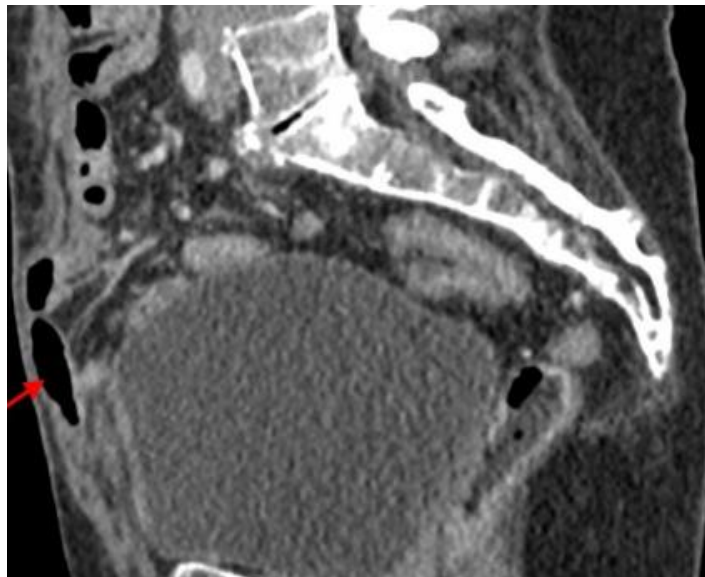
КТ. Дефект передней брюшной стенки с пролабиранием петли кишки (показано стрелкой) в подкожную клетчатку
